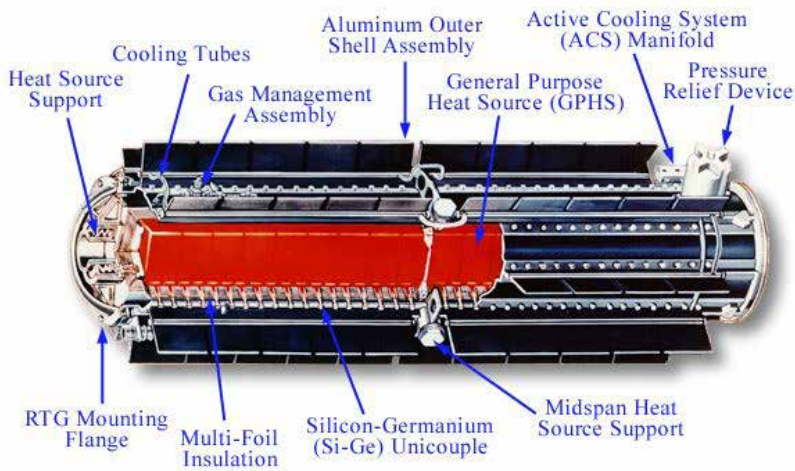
ภาพ RTG ตัวอย่างโดย DOE Office of Nuclear Energy, Science and Technology
